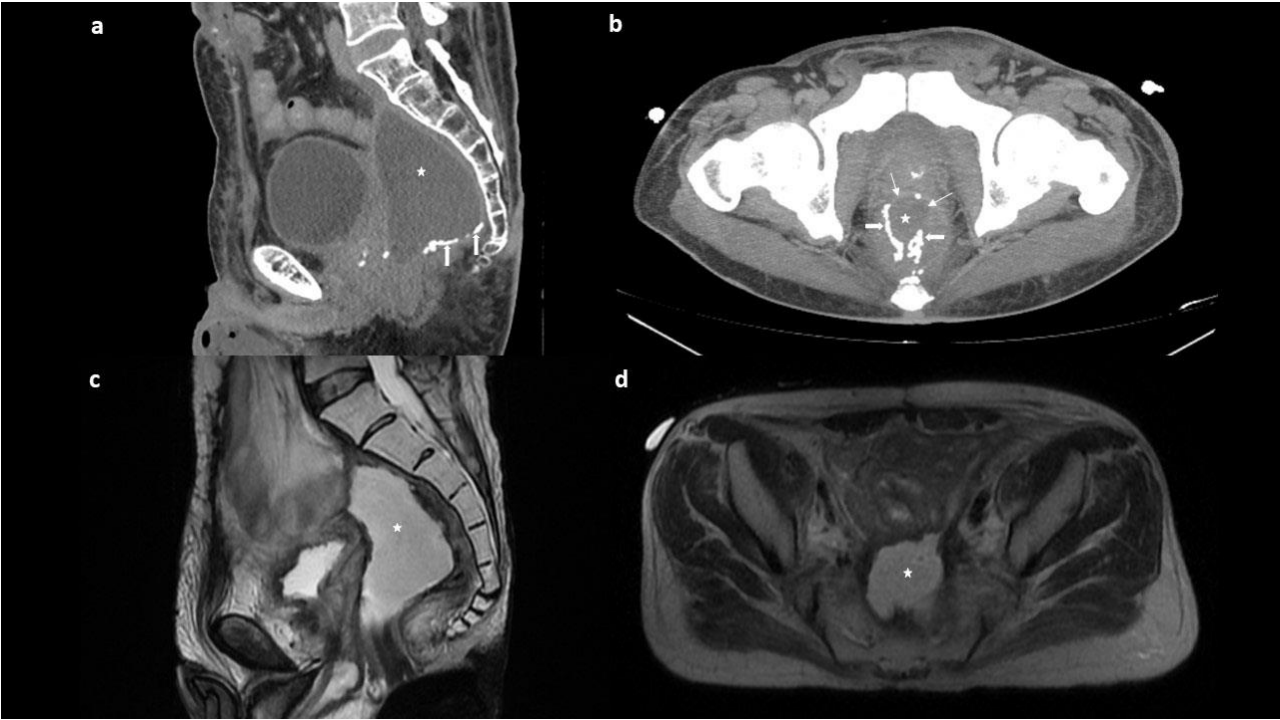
RK nedeniyle aşağı anterior rezeksiyon yapılan 68 yaşında kadın hasta. a-d. Ameliyat sonrası T2 sagittal-aksiyel MRG ve sagittal-aksiyel BT görüntülerde rektum ile vajen proksimali arasında fistül (çift başlı ok), vajene (ince oklar) uzanım gösteren feçes (kare) izlenmektedir.
